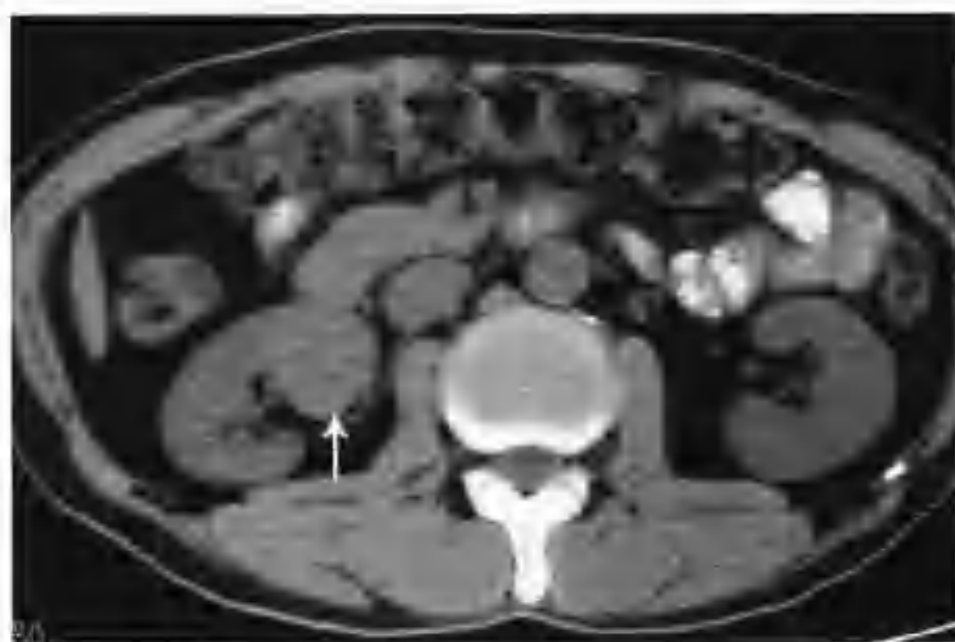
右肾乳头状细胞癌 (CT 示右肾门有一个 $3.3\text{cm} \times 3.3\text{cm}$ 的类圆形病灶, 边缘光滑清楚, 平扫呈等密度, CT 值 46HU (箭头))
